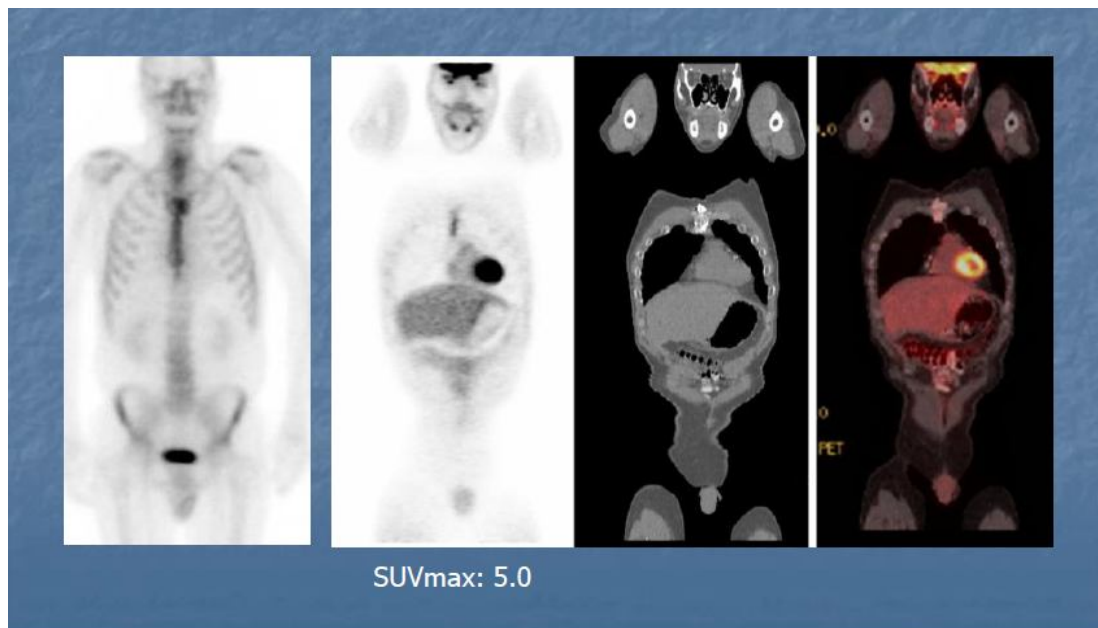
Cicatrice de sternotomie ancienne de deux années et fixant toujours le FDG.
